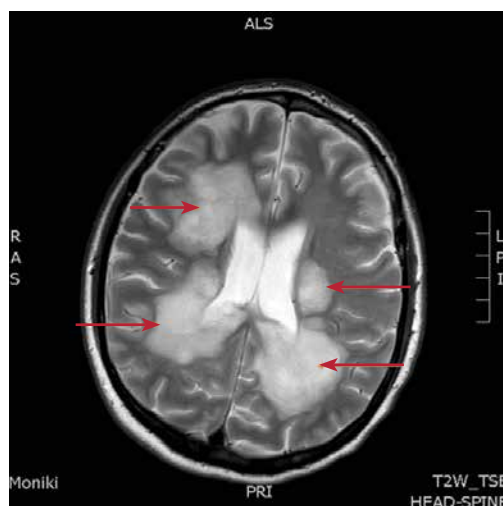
T2-режим магнитно-резонансной томографии головного мозга. Перивентрикулярно расположенные обширные зоны патологического сигнала, окруженные перифокальным отеком (указаны стрелками)
